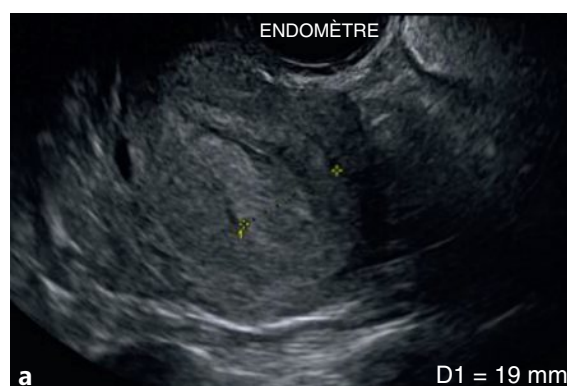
a-d Coupe utérine sagittale en mode B (a). Coupes latéro-utérines gauches, en Doppler énergie, dans les plans axial (b), axial oblique (c) et sagittal (d).
